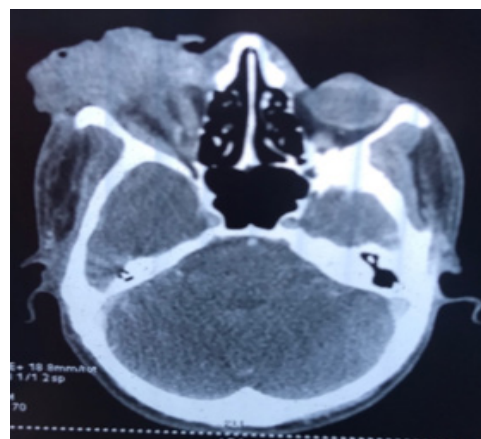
TDM ORBITAIRE injectée : Masse centrée sur les parties molles péri-orbitaires de contours irréguliers, de densité tissulaire, se rehaussant de façon hétérogène après injection de PDC, elle infiltre le globe oculaire avec perte de sa sphéricité, les muscles oculomoteurs qui sont épaissis et la graisse intra-conique. Absence de lyse osseuse orbitaire ou d'anomalies intracrâniennes.
